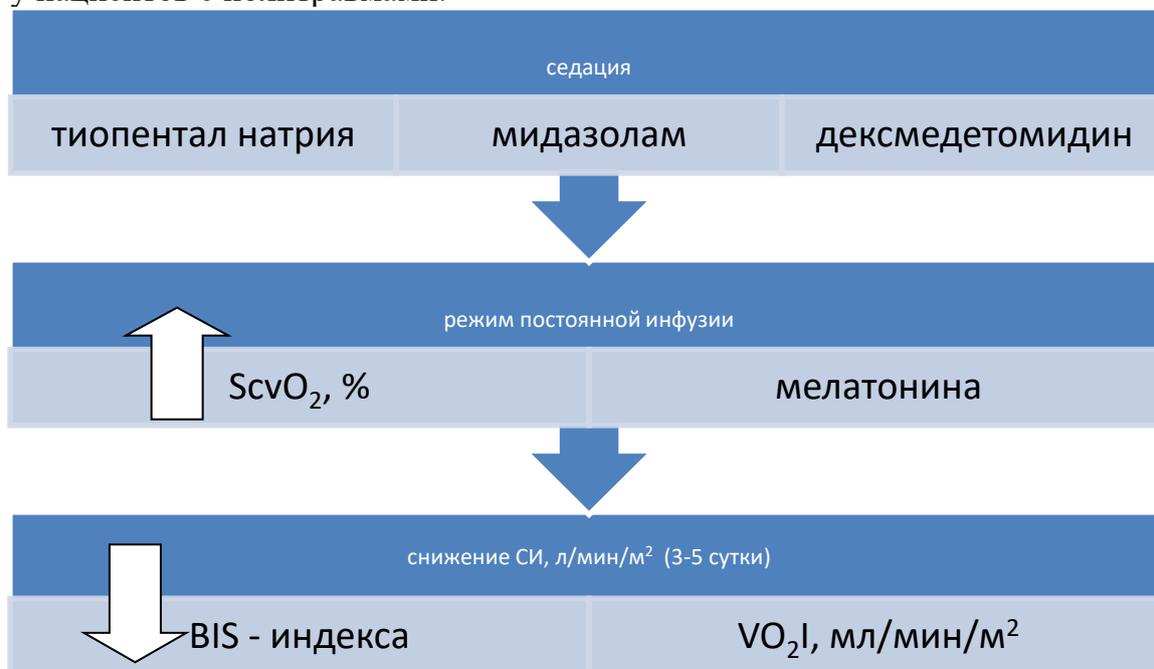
Особенности изменения показателей на фоне постоянной инфузии тиопентал натрия, мидазолама и дексмететомидина
